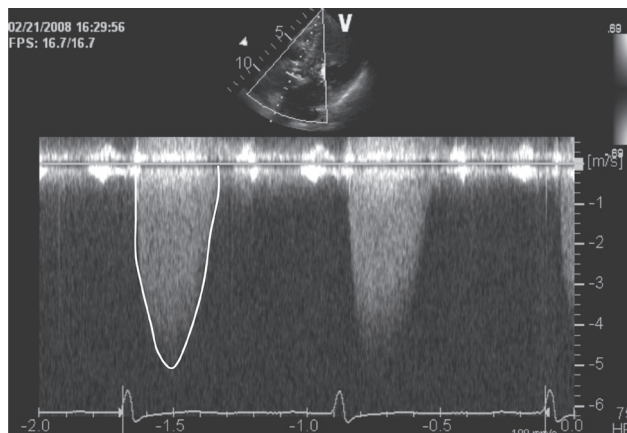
心エコー図検査(大動脈弁通過血流連続波ドプラ所見).
